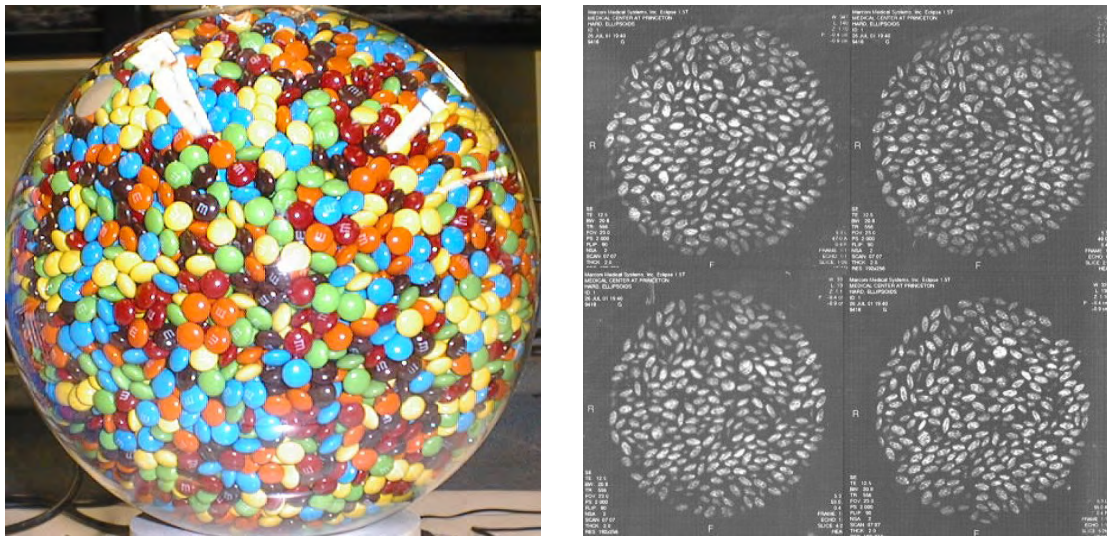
Packproblem mit Ellipsoiden in einem begrenzenden kugelförmigen Körper. Dargestellt ist das Packen von Schokoladenlinsen in einem Glas als Fotografie sowie als Schichtbilder der Magnetresonanztomographie (mit freundlicher Genehmigung von Paul Chaikin).
